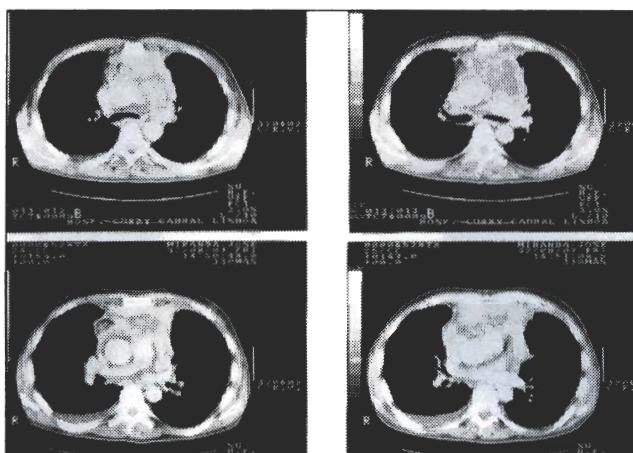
Tomografia axial computorizada cervicotóraxica, ilustrando o síndrome da veia cava superior, por compressão das estruturas mediastínicas por múltiplas adenopatias
